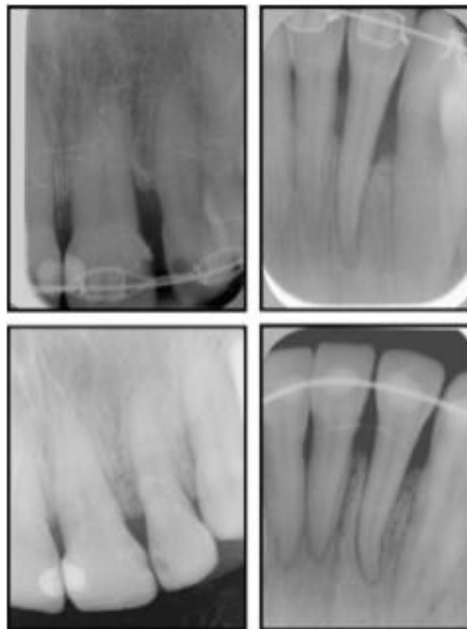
Radiografías periapicales: *fila superior*, dientes alargados en el lado anterior izquierdo al inicio del tratamiento de ortodoncia; *fila inferior*, mejora significativa en los niveles de la corona y la raíz al final del tratamiento de ortodoncia, después de la intrusión.¹⁵
